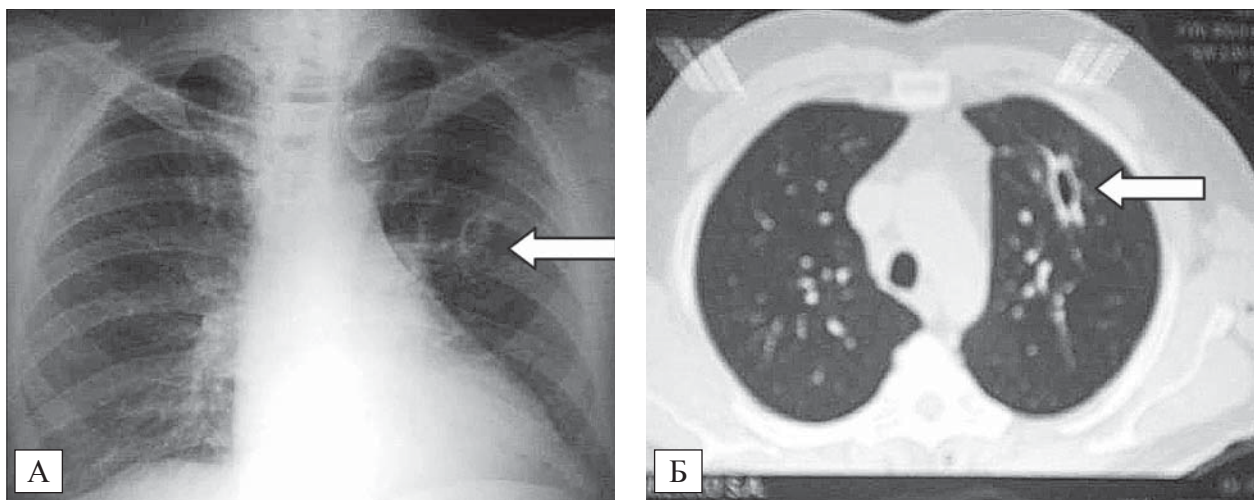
Больной С. Стрелкой указан очаг деструкции (абсцесс) в левом легком: рентгенограмма, прямая проекция (А); компьютерная томография органов грудной полости (Б)
